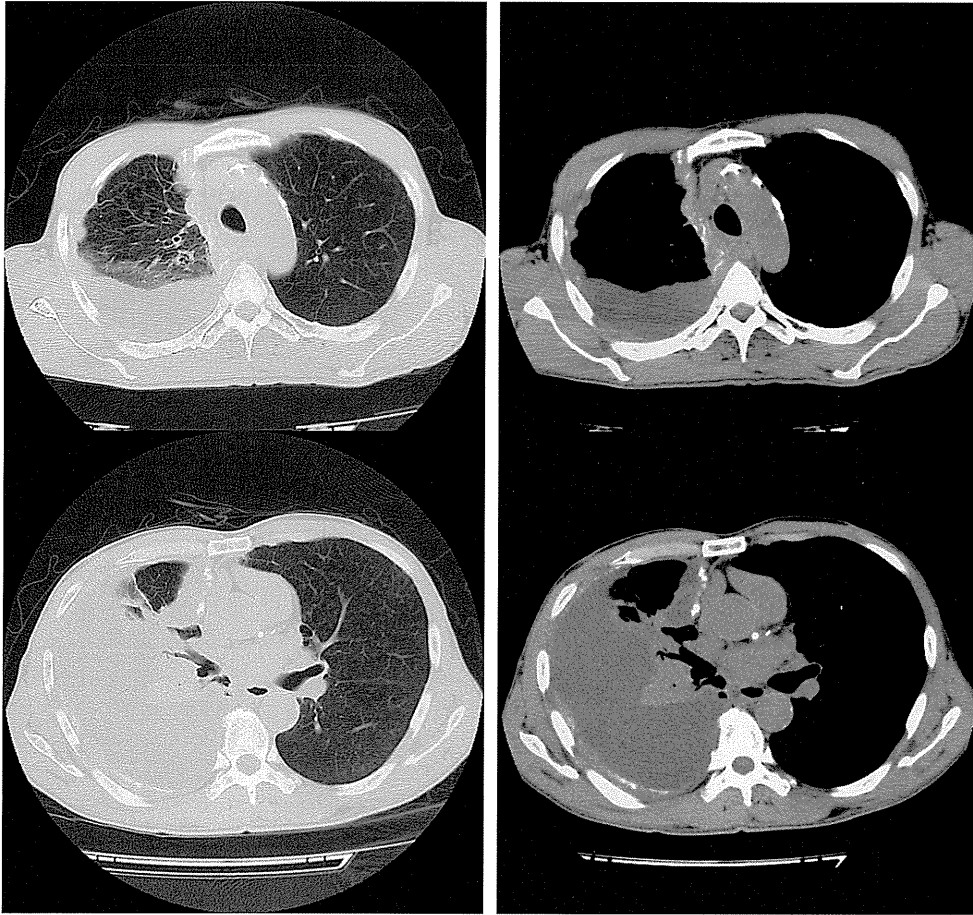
入院時の胸部 CT 所見では右胸水貯留と石灰化を伴う不整な胸膜肥厚が認められる。
